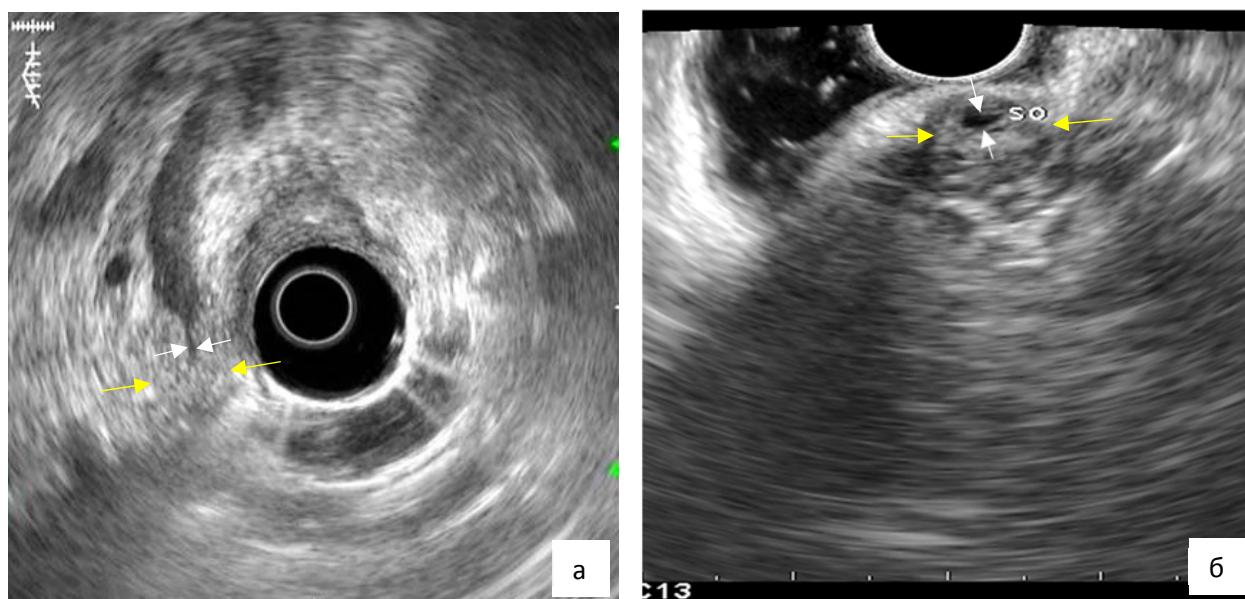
ЭУЗИ БСДК: стенки сосочка утолщены (жёлтыми стрелками отмечены наружные границы, белыми – его просвет): а) скан с радиального датчика, б) скан с конвексного датчика.
